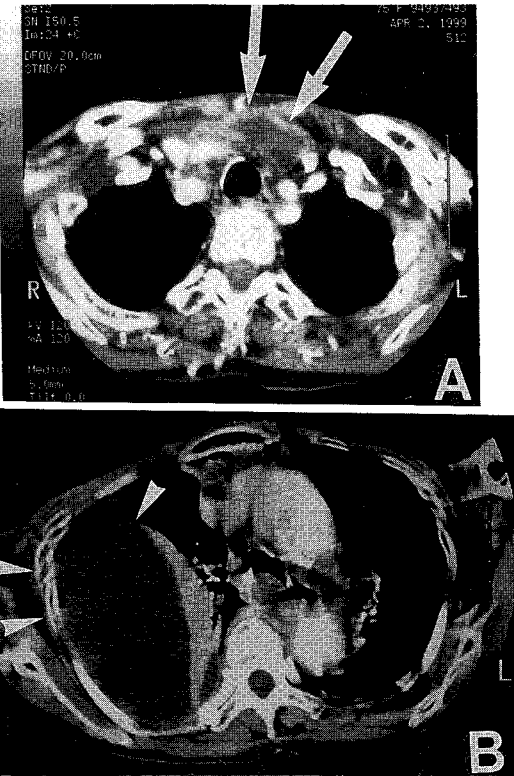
CT scan of the chest showing the low-density lesion suggesting abscess(arrow) in the anterior mediastinum(A) and empyema (arrowhead) in the right hemithorax (B)(Case 2).
